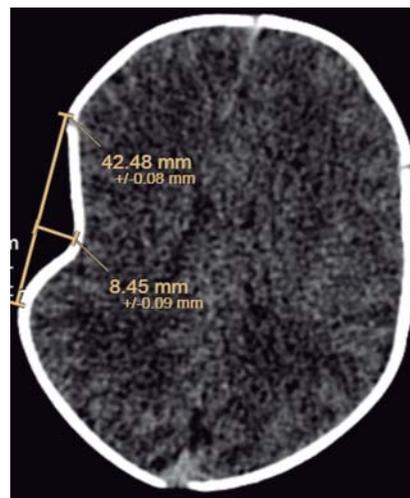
Tomografía axial computarizada donde se observa corte axial con presencia de un defecto óseo en hundimiento con mediciones de 8.45 mm de hundimiento y 42.48 mm de longitud.
